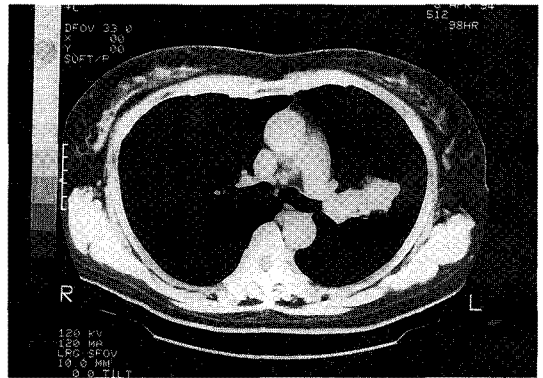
Chest CT shows partially obstructed left distal main bronchus by intraluminal mass and oval-shaped parenchymal mass on the left upper lobe.
